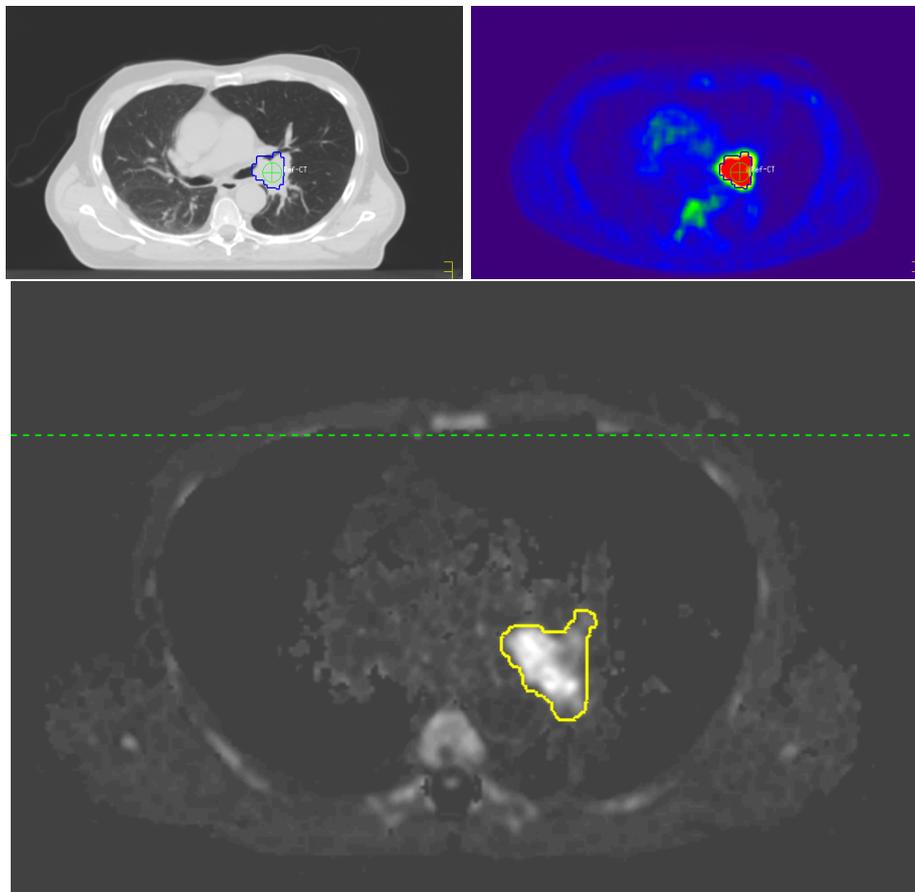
Fall 14: CT Lungenfenster, FDG-PET/CT und DWI
